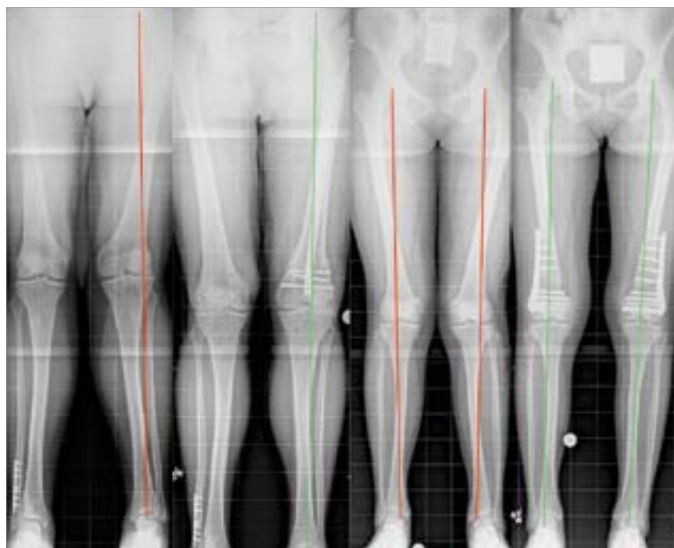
Prä- und postoperative Röntgenbilder beider Gruppen
